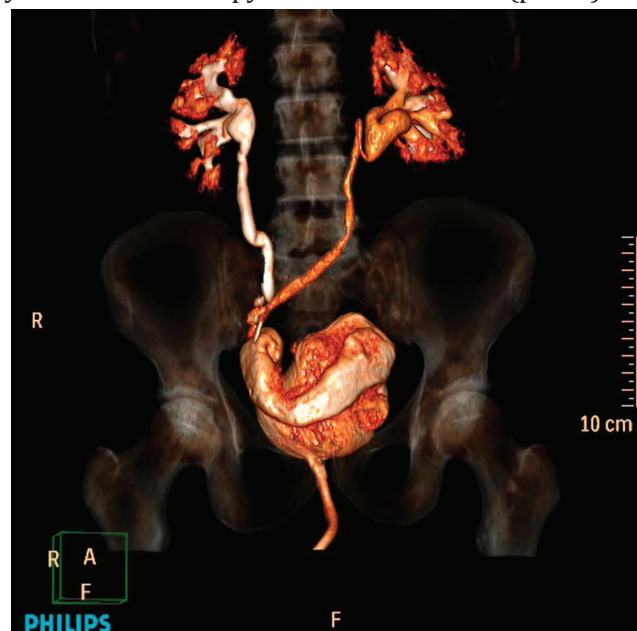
3-D реконструкция МСКТ мочевыделительной системы больного через 6 месяцев после роботической ортотопической пластики по Studer на Da Vinci Si
